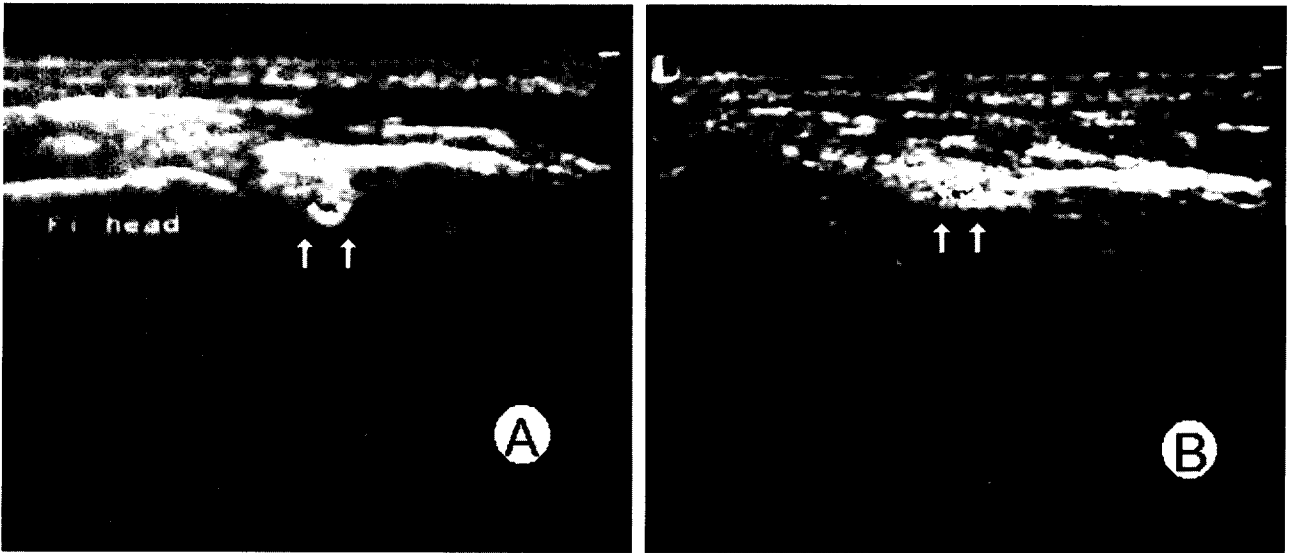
Ultrasonographic findings of the common peroneal nerve at fibular head level, A: Involved leg, B: Uninvolved leg
